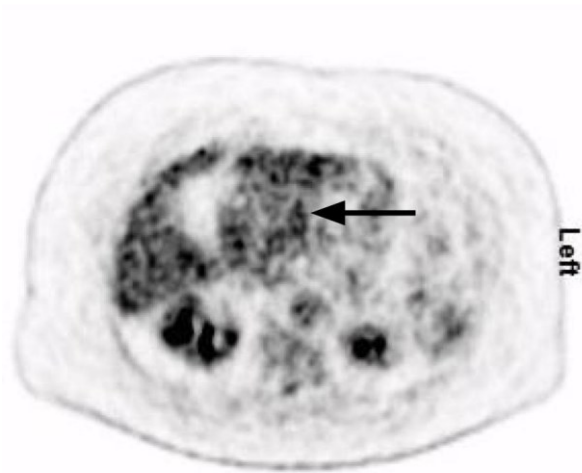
Mikrozystisches seröses Adenom im Corpus pancreatis im ¹⁸F-FDG PET mit TOF
